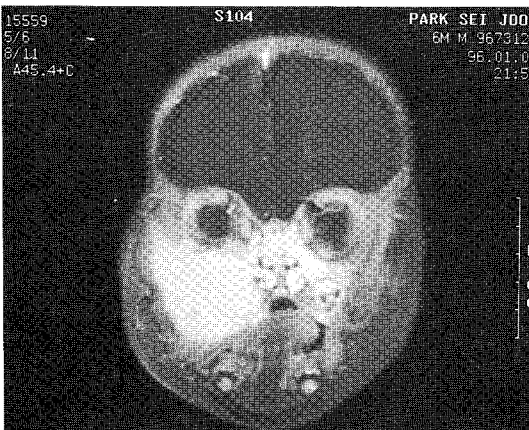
MRI finding : Gadolinium enhanced T1WI shows that mass in infratemporal fossa has homogenous high signal intensity on coronal section.
